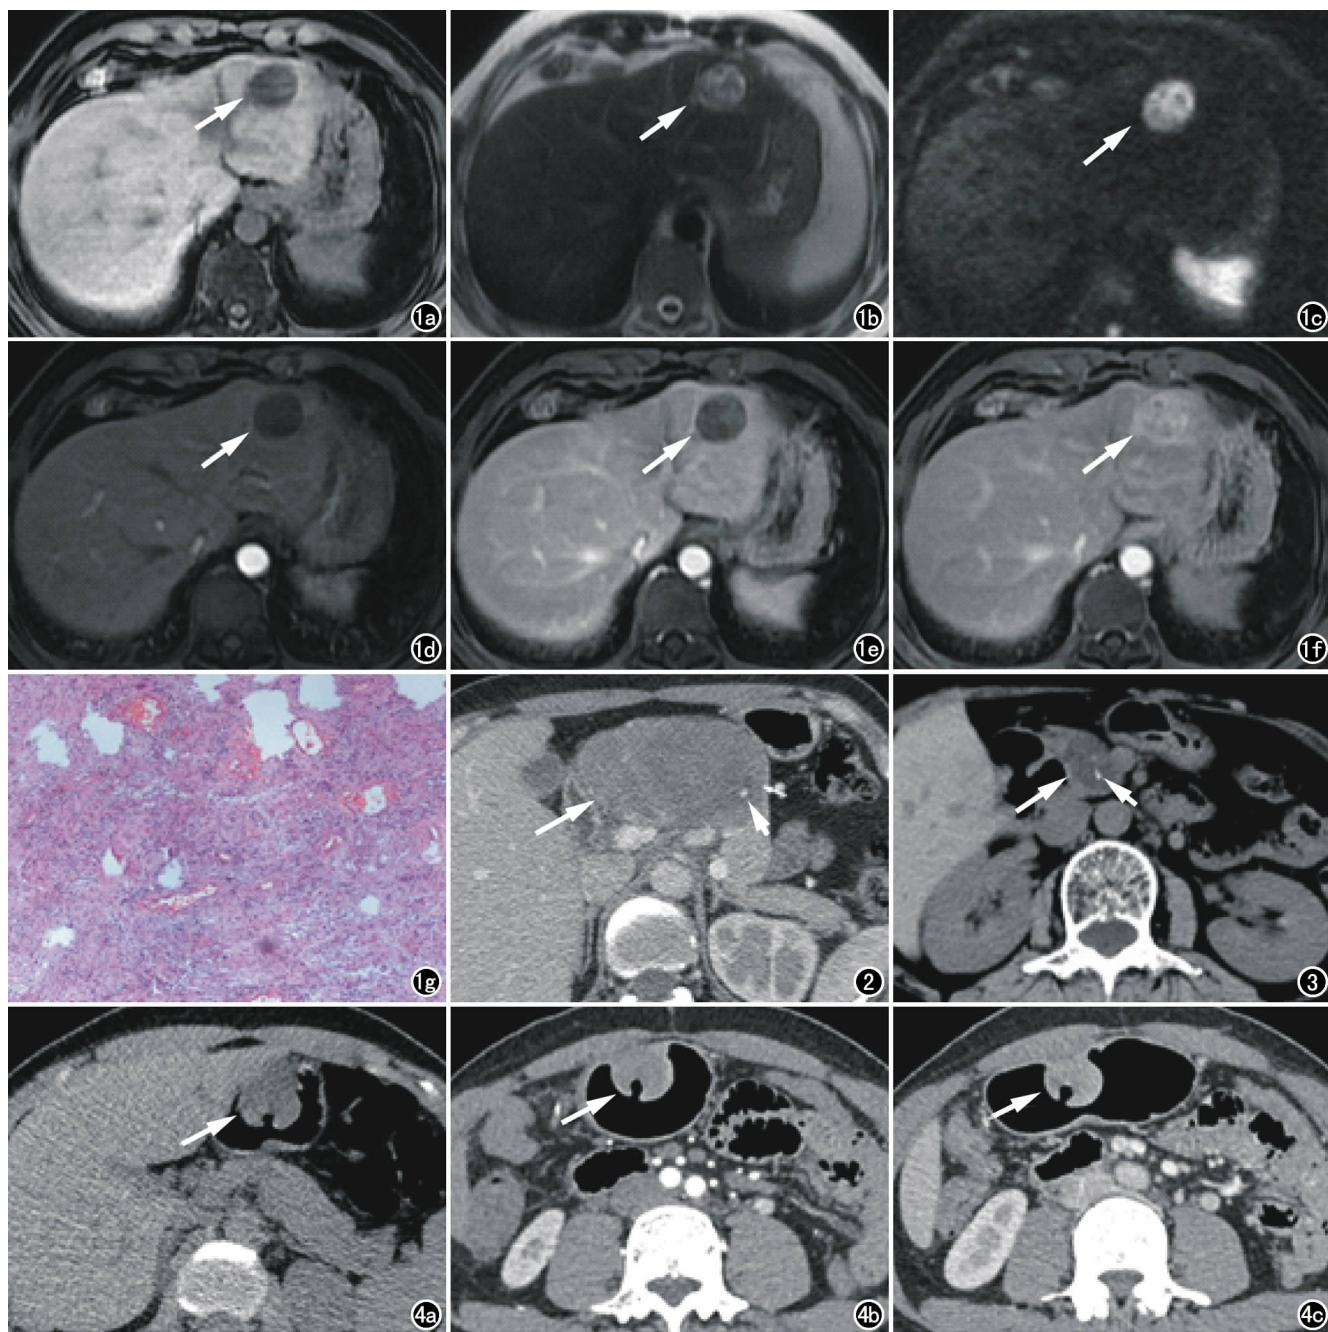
男, 45 岁, 肝左外叶神经鞘瘤。a) T_1 WI 示肿块为不均匀等低信号(箭); b) T_2 WI 示肿块为混杂高信号(箭); c) DWI($b=1000s/mm^2$) 示肿块呈明显高信号(箭); d) 动脉期肿块呈不均匀轻微强化(箭); e) 门脉期肿块强化程度有所增加(箭), 肿瘤内部可见多发小结节状异常强化灶; f) 延迟期肿块呈明显不均匀强化(箭), 强化程度高于正常肝实质; g) 镜下见瘤细胞呈梭形, 细胞间界限不清, 部分瘤细胞排列成栅栏状或不完全漩涡状(HE, $\times 100$)。图 2 女, 50 岁, 胰腺体部神经鞘瘤, 增强 CT 示肿瘤(长箭)内部有小片囊变区(短箭)和点状钙化灶(箭头)。图 3 女, 58 岁, 胰头钩突神经鞘瘤, CT 平扫示肿瘤(长箭)内部的点状钙化(短箭)。图 4 女, 39 岁, 胃窦神经鞘瘤。a) CT 平扫示肿瘤呈低密度, 位于胃窦, 腔外生长为主, 表面伴溃疡形成(箭); b) 动脉期示肿瘤呈轻度强化(箭); c) 静脉期示肿瘤渐进性轻中度强化(箭)。
